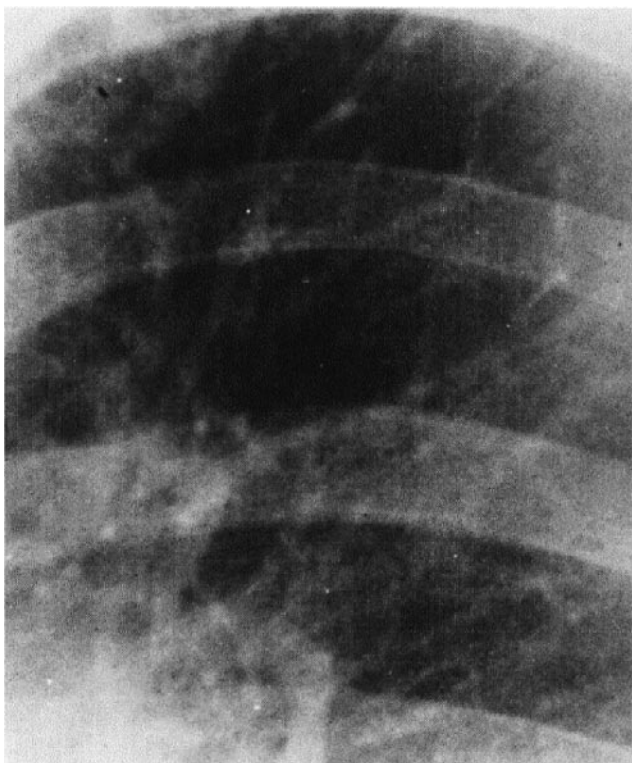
Прицільна рентгенограма верхнього легеневого поля ліворуч (нормальний калібр вен)
